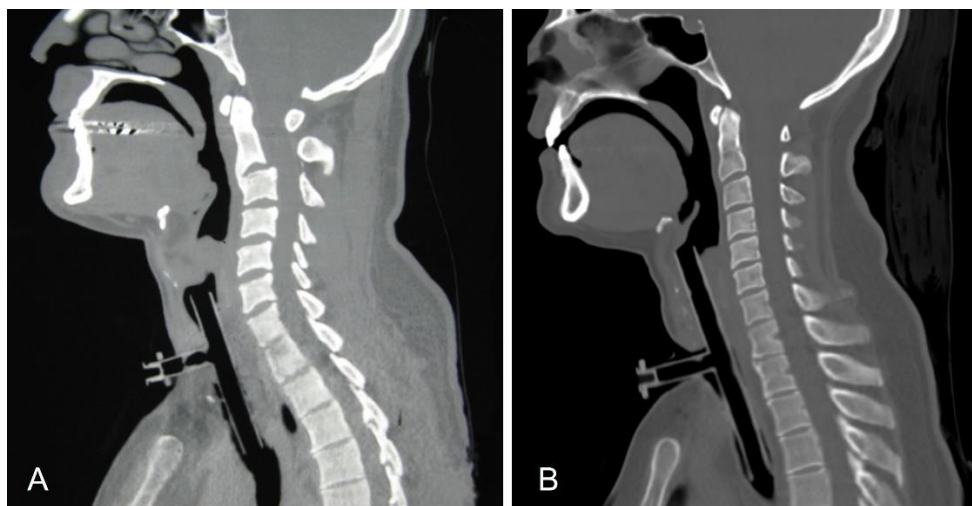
Tubos T de Montgomery em corte sagital de tomografia. A) Tubo em posição infraglótica. B) Tubo em posição supraglótica.
